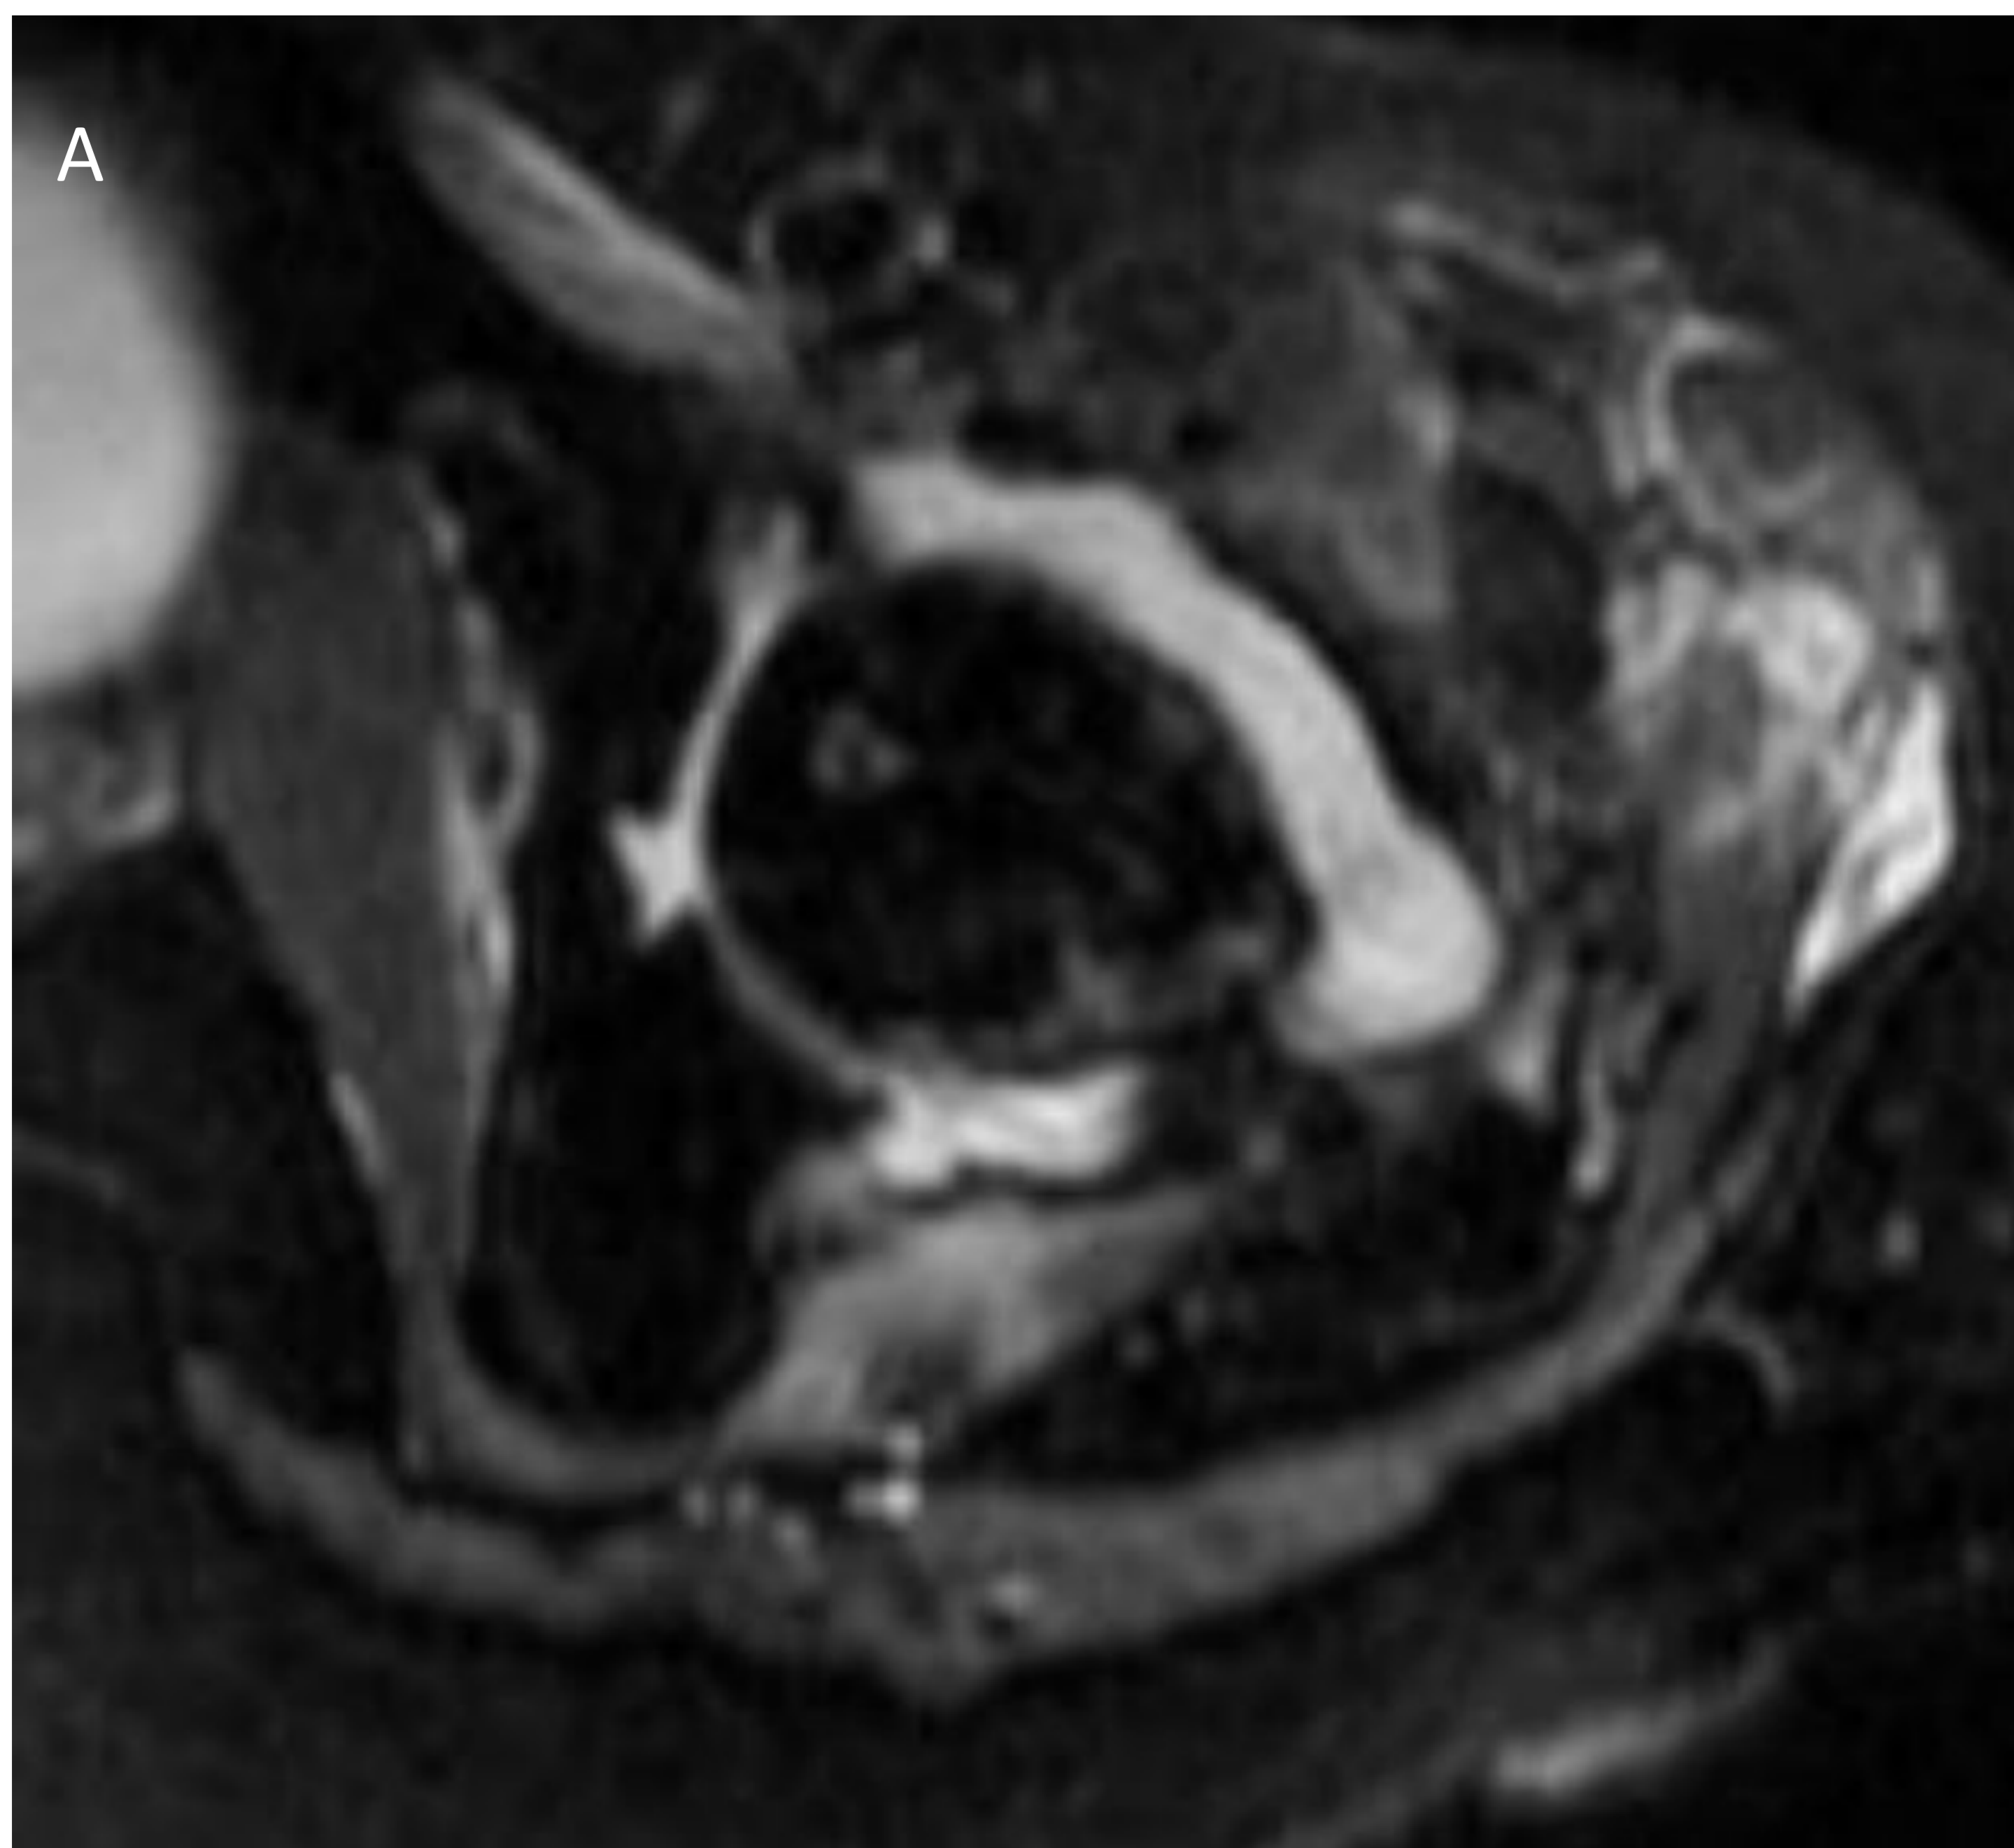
Estudio de RM con secuencias axiales potenciadas en T2 (A y B), secuencia coronal potenciada en T1 (C) y secuencia axial potenciada en T1 con contraste intravenoso (D). Artritis séptica de cadera con marcada afectación de partes blandas alrededor de la cabeza femoral que muestra discreto edema óseo. Se aprecia realce tras la administración de contraste I. V.
